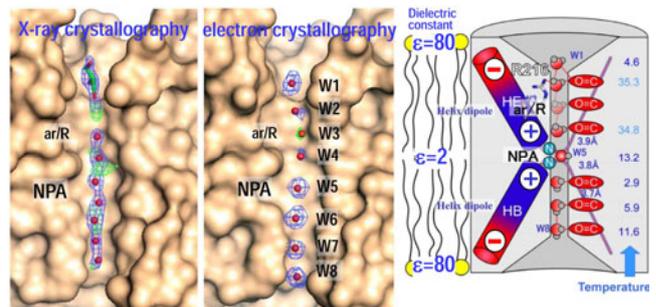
X線結晶学と電子線結晶学の比較。水分子は脂質膜内で解析しないと分離して観察できない。短いヘリックスが形成する静電場が重要。
